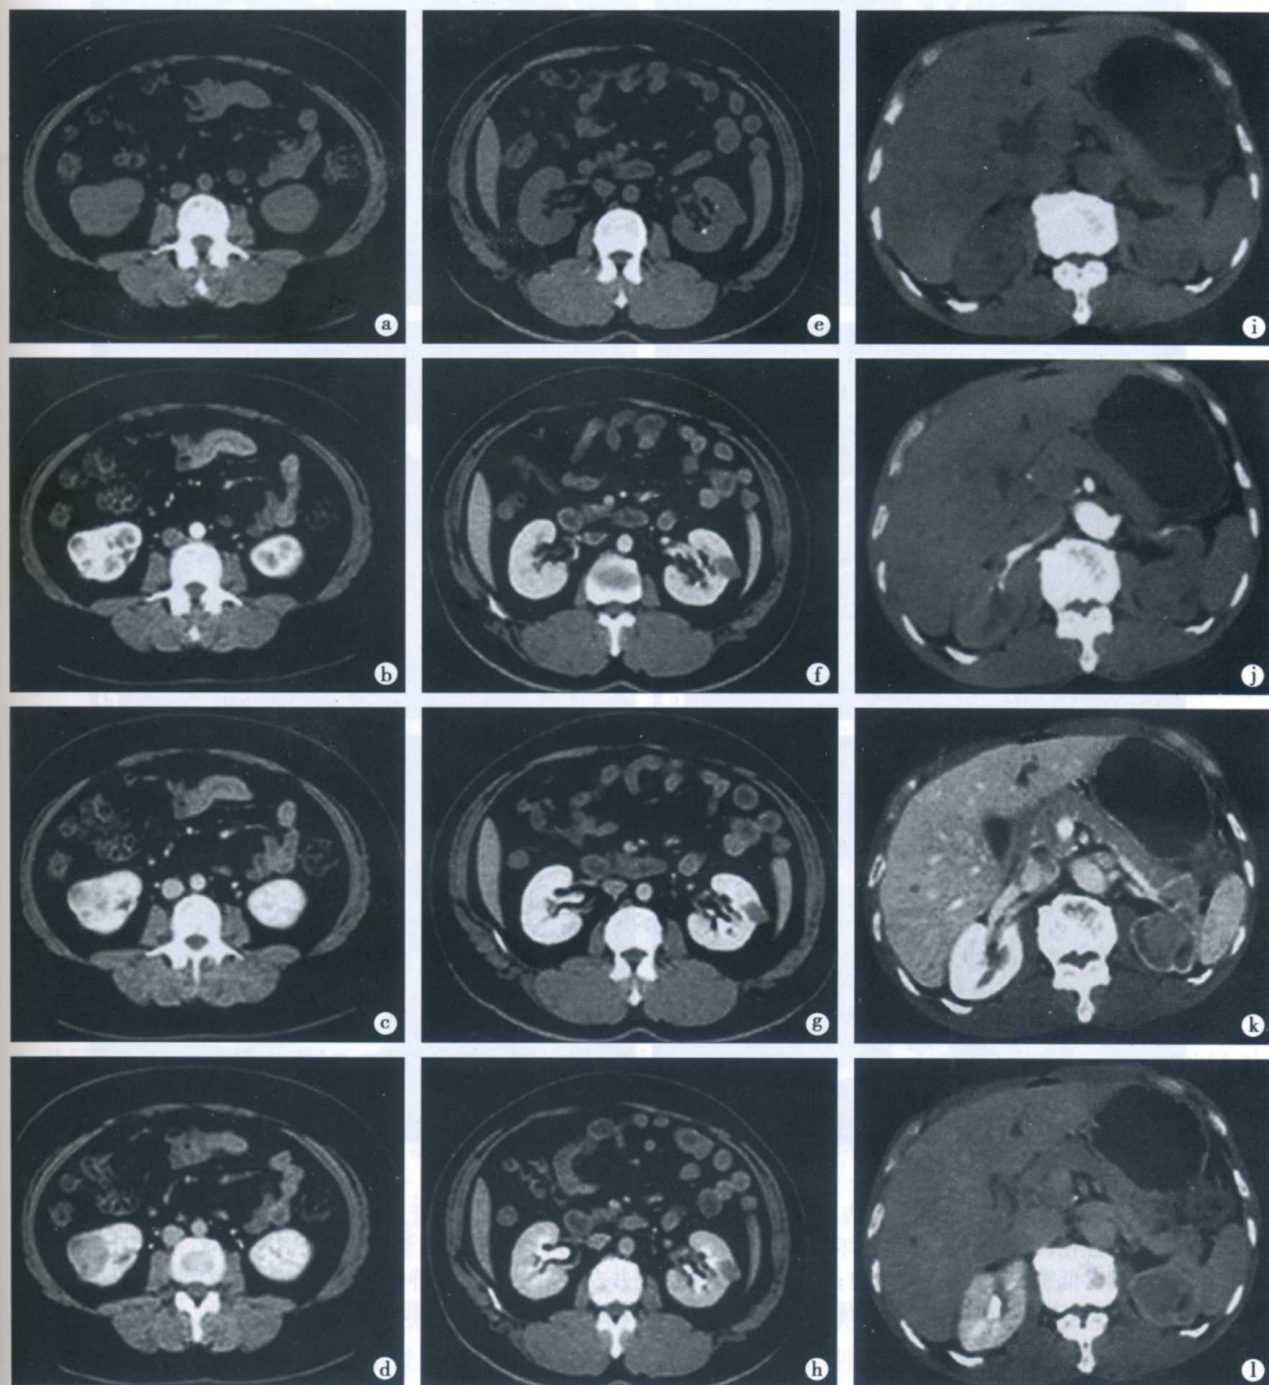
不同组织学亚型 RCC 的 CT 表现
